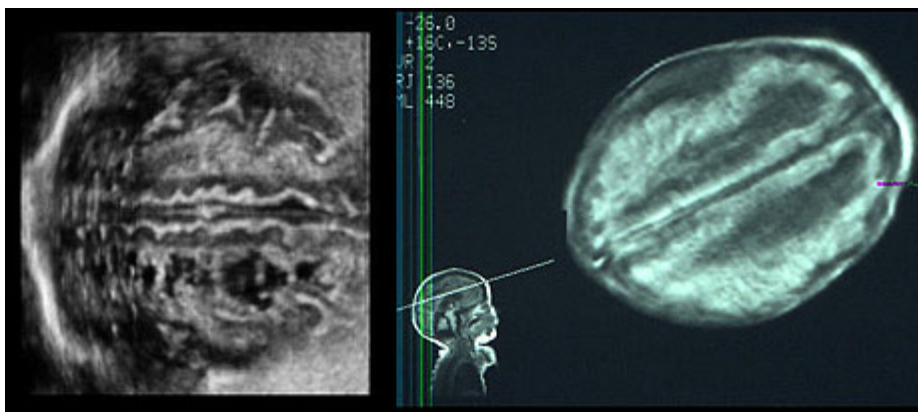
Reconstrucción superficial 3D y resonancia magnética de leucomalasia periventricular quística con derrame subdural.
